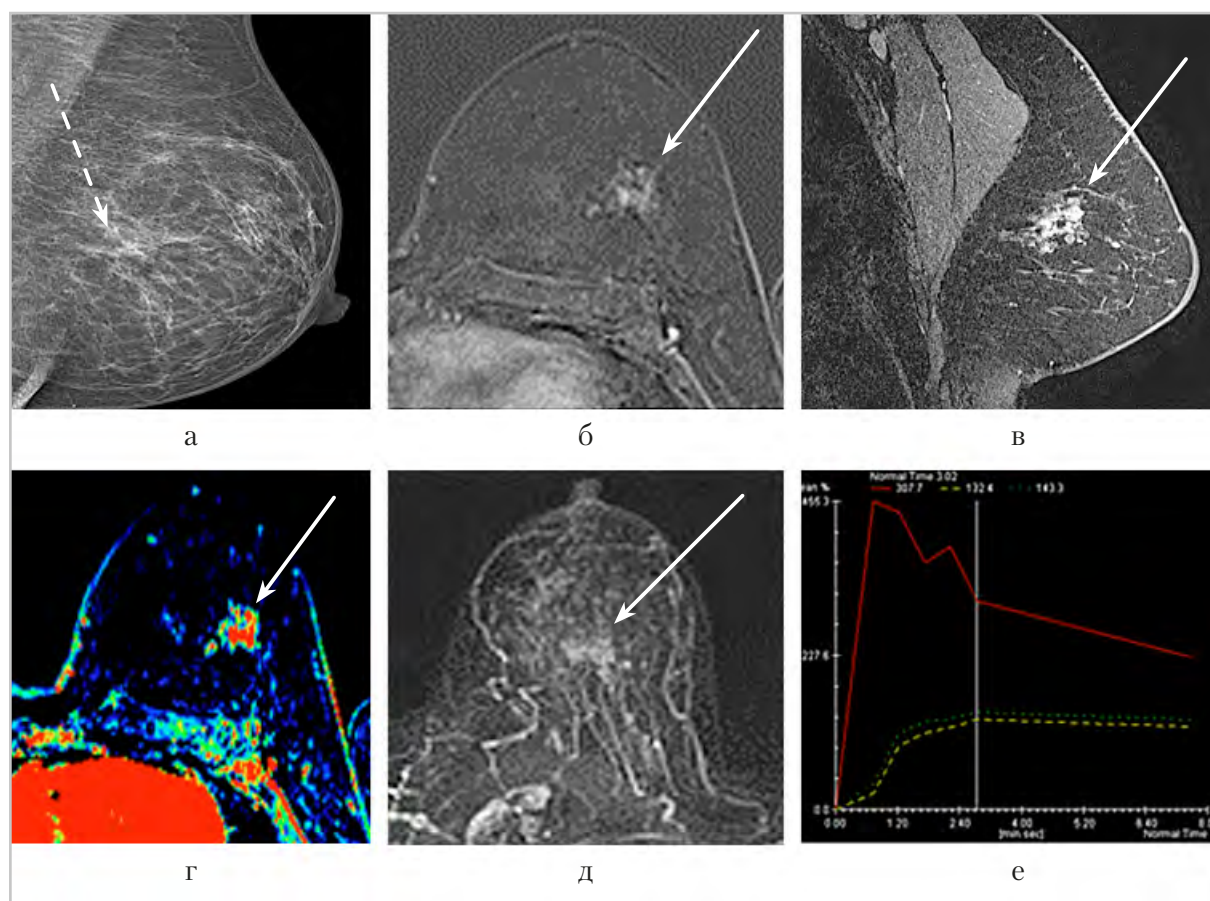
Рентгеновская маммограмма (а), МР-томограммы пациентки А., 54 года; б – субтракционное изображение в аксиальной; в – постконтрастная Т1-ВИ в сагитальной плоскости; г – перфузионная карта; д – МIP-реконструкция участка с нарушением архитектоники (пунктирная стрелка), с наличием микрокальцинатов на маммограмме, мелкоочаговая зона контрастирования (стрелка) без значимого усиления сосудистой сети вокруг с признаками умеренного накопления КВ по II типу (е)
